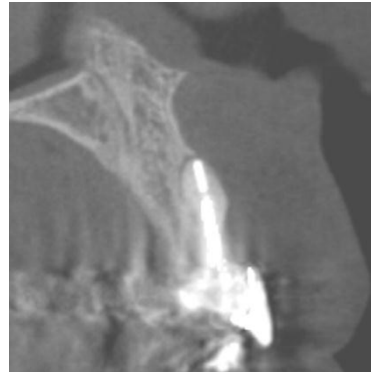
TAC evidencia ausencia de pared ósea en vestibular en pieza 2.1
